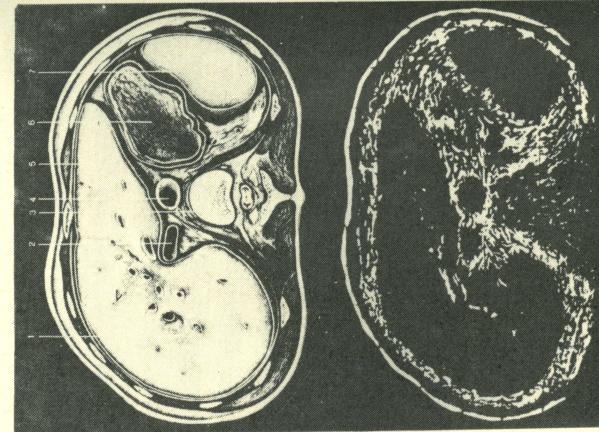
B 模式之圖形：腹部超音波之檢查，由於探頭之走動，可使內臟器官相對地以圖形表示出來（下圖），由上下兩圖之對照，很清楚地可知器官在超音波圖形之樣子。（1：肝，2：下腔靜脈，3：脊椎骨，4：腹部大動脈，5：肝左葉，6：胃，7：脾）
